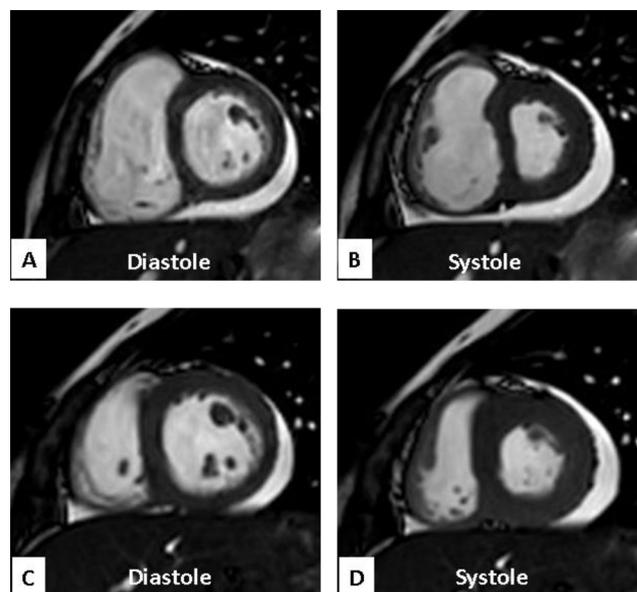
Ciné-IRM en petit axe A et B : première IRM montrant un mouvement paradoxal du septum interventriculaire en systole C et D : IRM de contrôle montrant le retour à la normale de la position du septum interventriculaire
